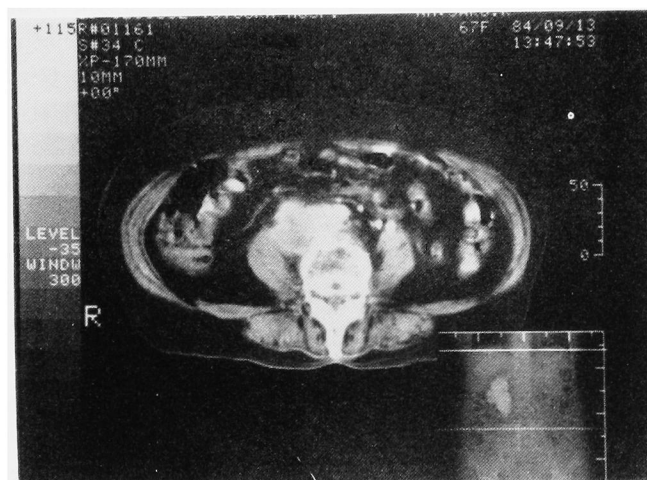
CT scan of retroperitoneum in a 67-year-old woman with proved retroperitoneal invasion of bladder cancer. Note soft tissue mass resembling that in Figs. 1, 7, 11.
